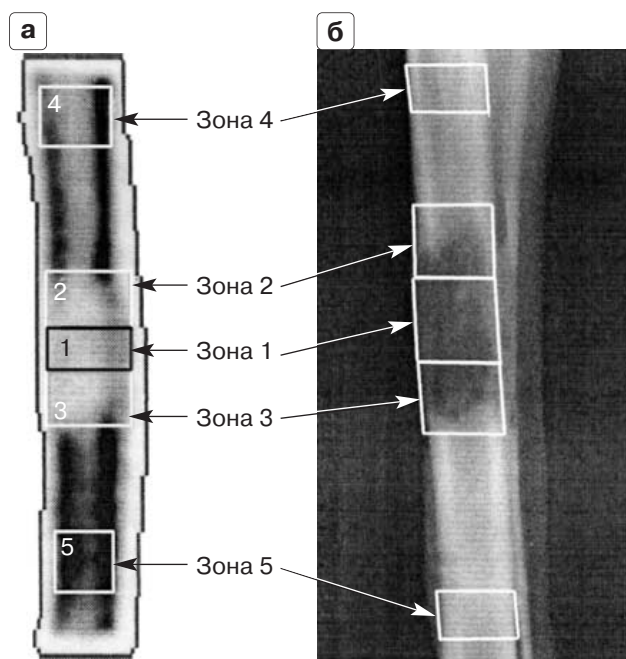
Денситограмма (а) и рентгенограмма (б) участка большеберцовой кости экспериментального животного № 4551.
